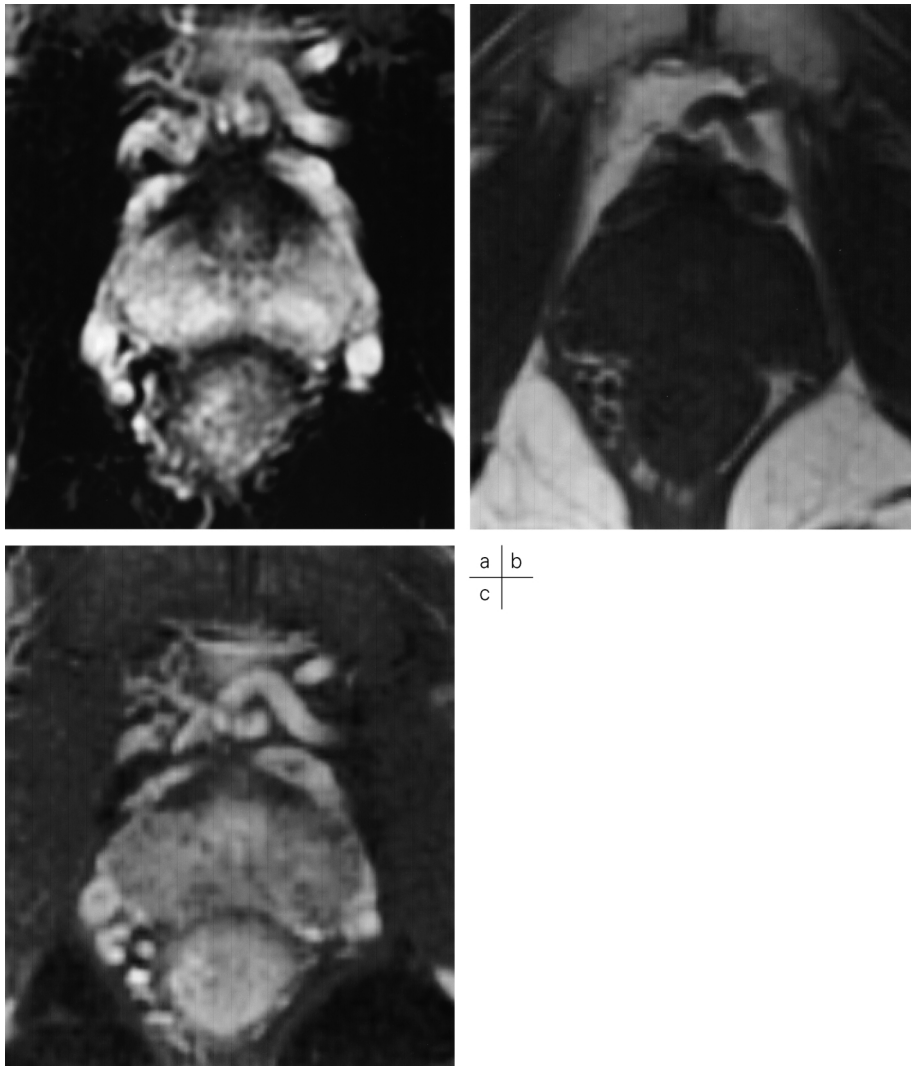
MRI of normal prostate
